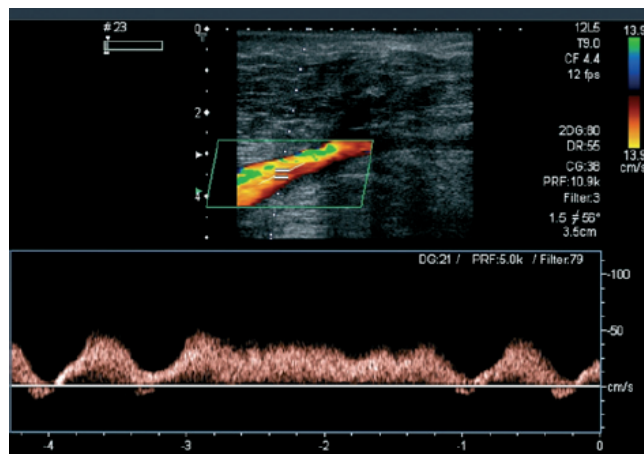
Écho Doppler montrant une modulation triphasique normale d'une veine jugulaire interne témoignant d'un drainage veineux central d'aval normal [49].
